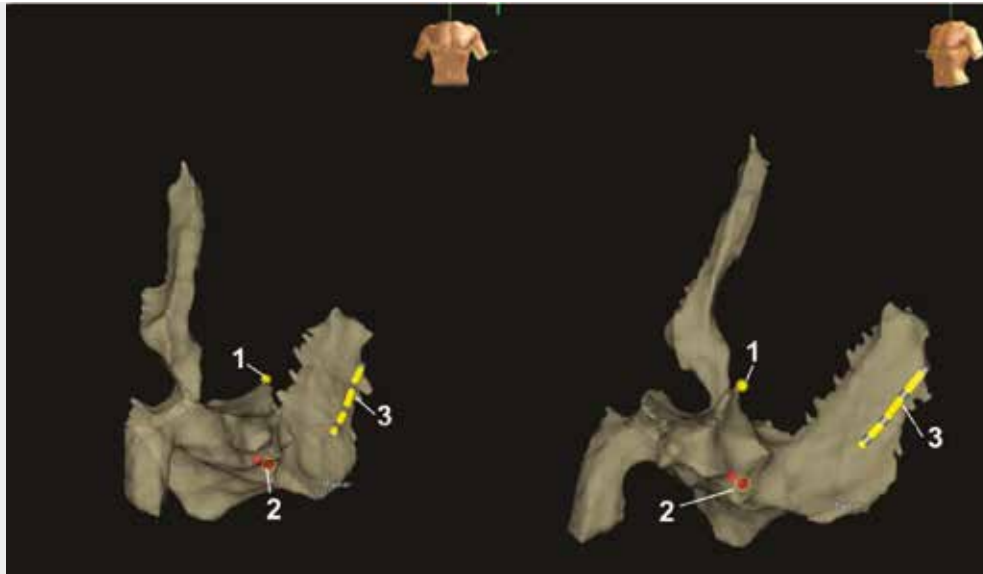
Реконструкция правого предсердия и коронарного синуса, полученная с использованием навигационной системы и без применения рентгена
